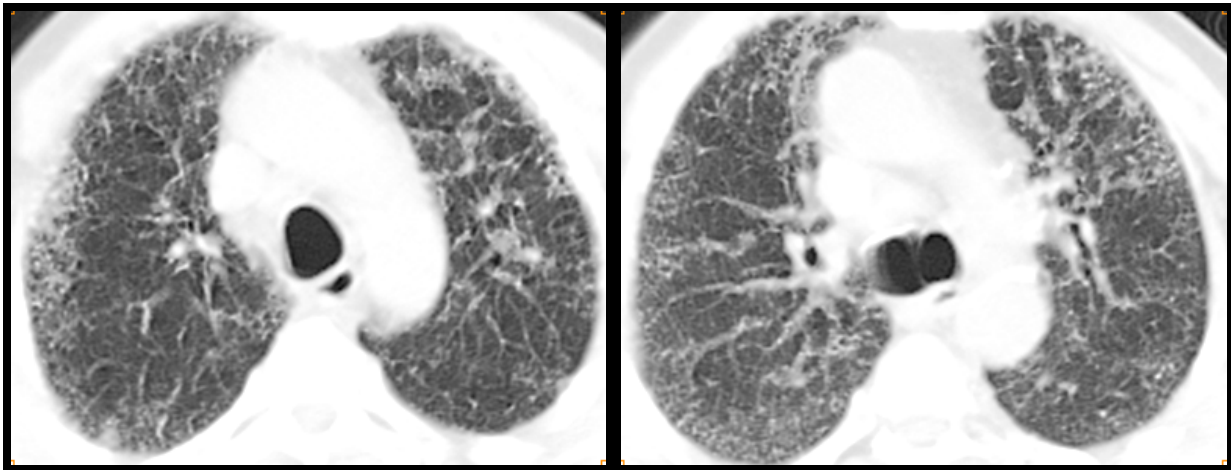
(cas N°20) : TDM thoracique, coupes axiales, en fenêtre parenchymateuse :
